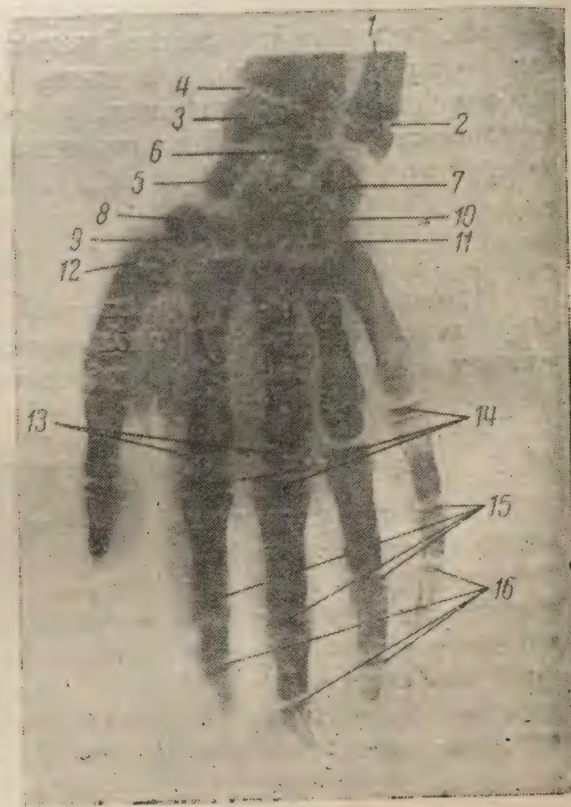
Рентгенограмма кисти мальчика 9 лет.
